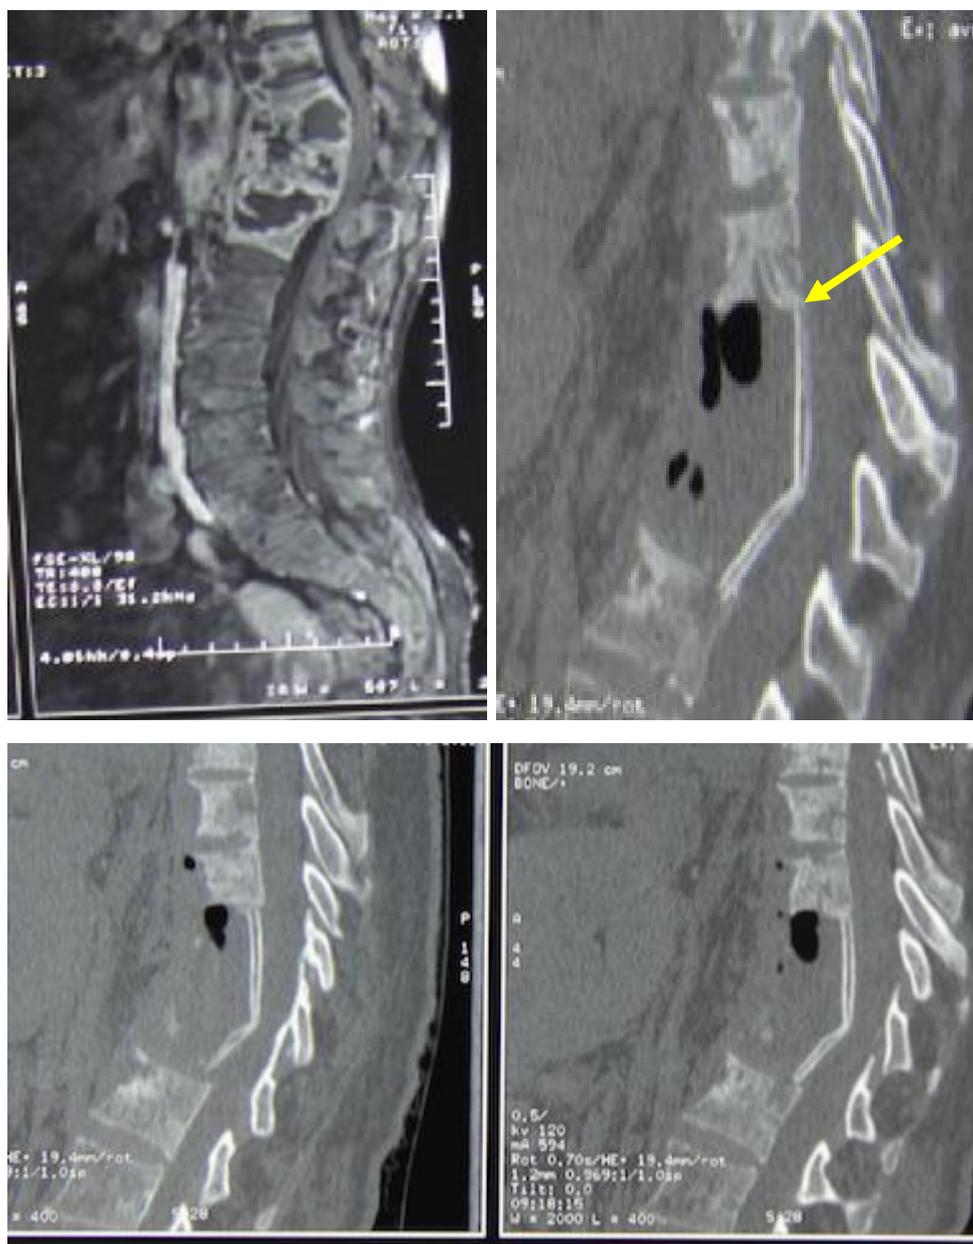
IRM thoraco-lombaire (A) montrant une spondylodiscite infectieuse de la charnière thoraco-lombaire ; TDM de contrôle postopératoire immédiate du rachis dorsolombaire coupe sagittal (B, C, D) : montrant une autogreffe cassé ➡ .
